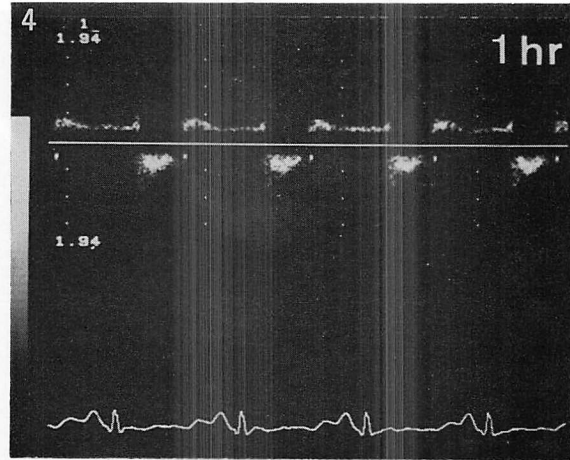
Flow velocity patterns through the ductus by pulsed Doppler echocardiograms (1~3) and continuous-wave Doppler echocardiograms (4~6).
